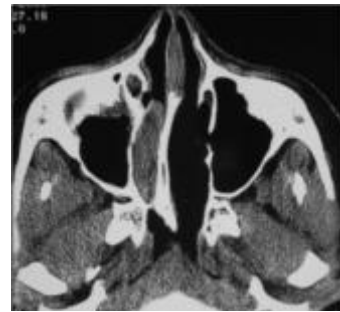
(TDM, coupe axiale): Atrésie choanale mixte droite
